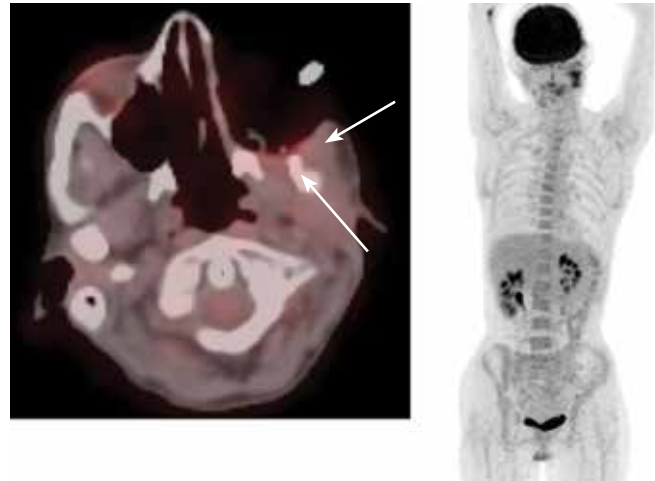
Промежуточная позитронная эмиссионная томография от февраля 2024 г. Выявлена выраженная регрессия опухоли
